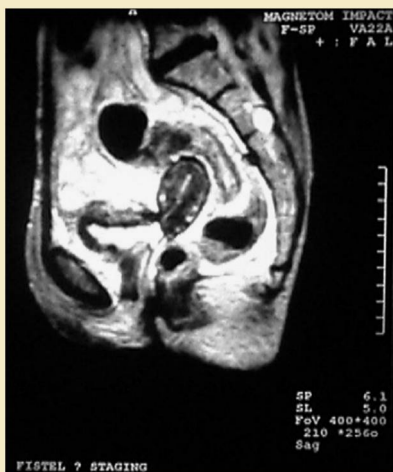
Imagen por RM de una paciente de 44 años con carcinoma de células escamosas de cuello uterino inoperable en estadio 4 de la FIGO. Situación tras cuatro ciclos de quimioterapia intraarterial que indica una reducción del estadio exitosa. La paciente está preparada para la resección quirúrgica.
